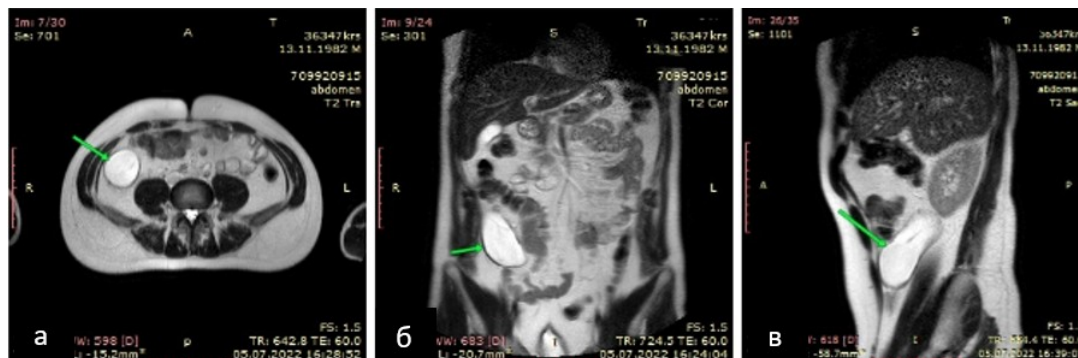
МРТ органов брюшной полости больного Т. Мукоцеле червеобразного отростка (показано стрелками): а) аксиальная плоскость; реконструкции во фронтальной (б) и сагиттальной (в) плоскостях
